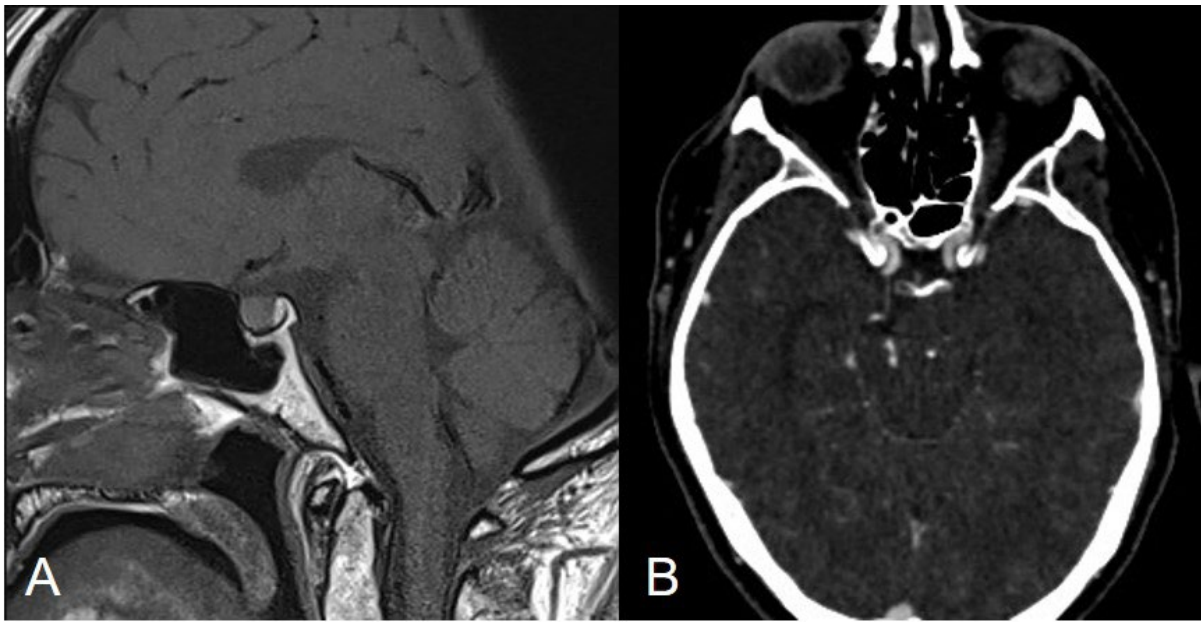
Imágenes de anatomía selar normal en RM. A. Imagen sagital T1 sagital con diferenciación entre adenohipófisis y neurohipófisis. B. Imagen de angio-TAC, que permite la localización de las arterias carótidas intraoperatoriamente.
